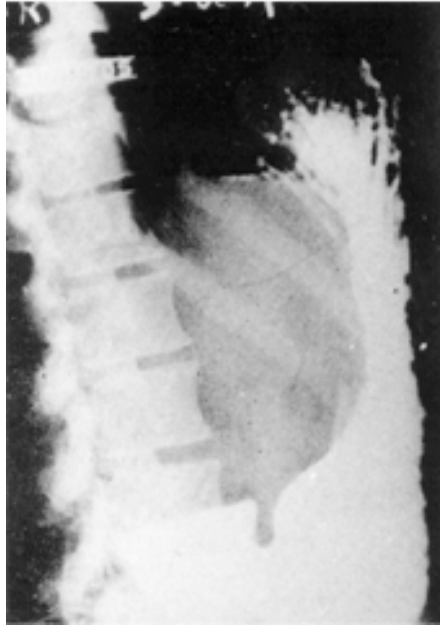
Radiografía del estómago que pone de manifiesto el desplazamiento producido por la compresión del quiste hepático derecho.
